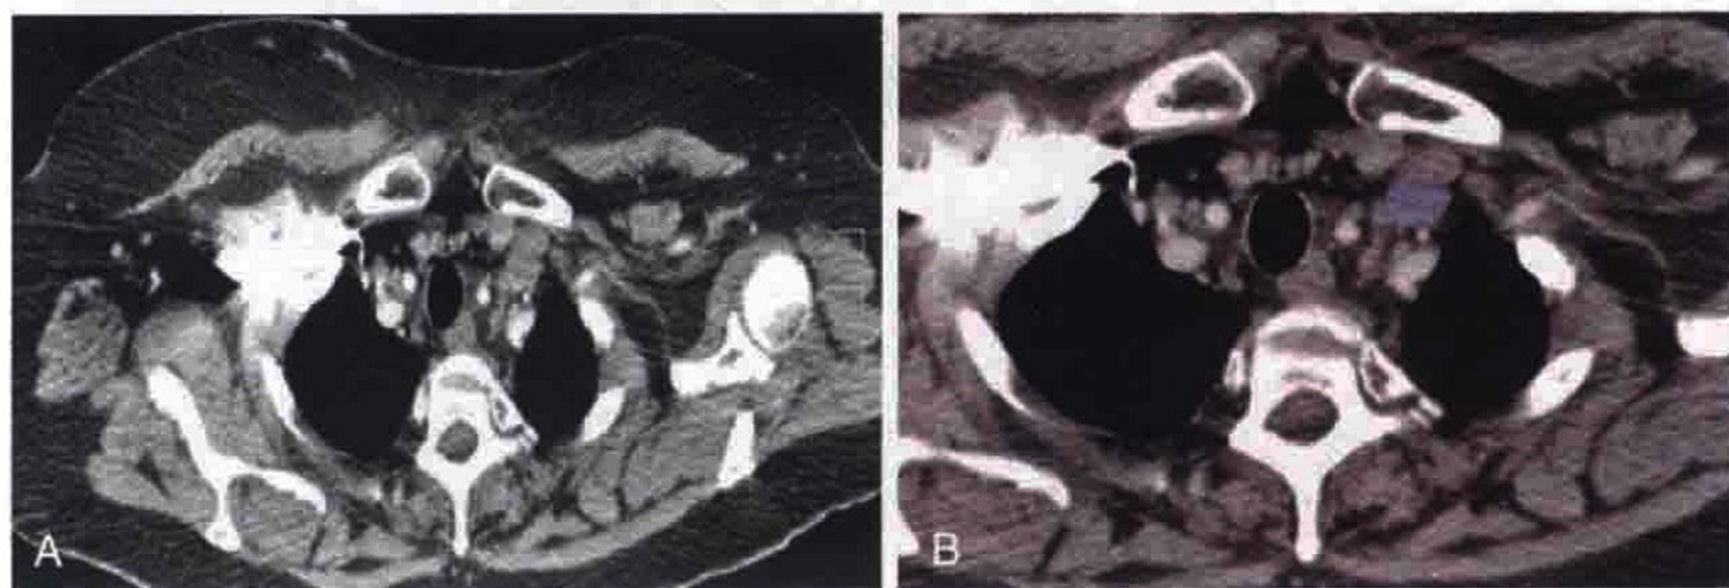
经肺尖横轴位 CT 扫描显示肿大的左侧锁骨上淋巴结 (蓝色)
